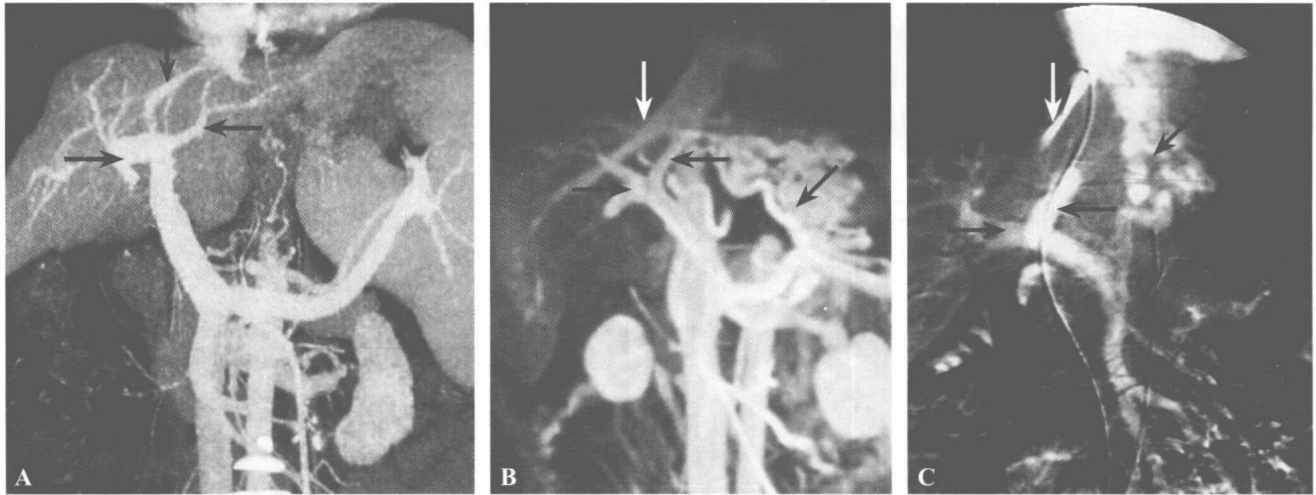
TIPS 术前影像学检查:CT、MRI 和血管造影
